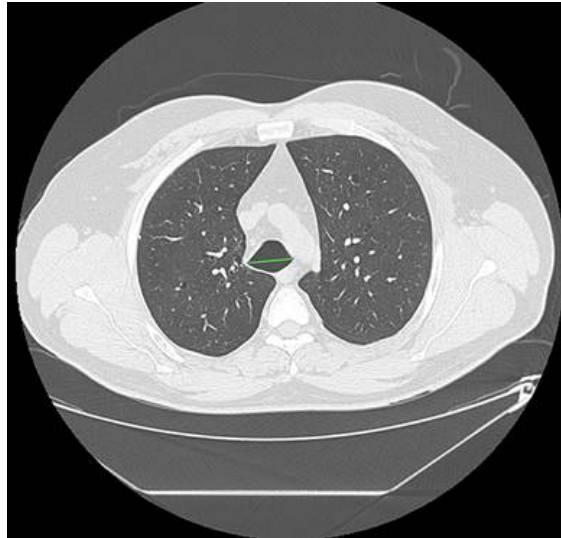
Esta imagen corresponde a un corte axial de tomografía computarizada utilizando una ventana pulmonar y se encuentra a la altura del cayado aórtico. Se aprecia la tráquea en su grado más dilatado, con un diámetro transversal que llega a medir 34 mm (Fuente: Valery Turner G, Felipe Sáez C, Juan Guzmán H, 2018, «Caso radiológico de desafío diagnóstico», Revista chilena de radiología).
